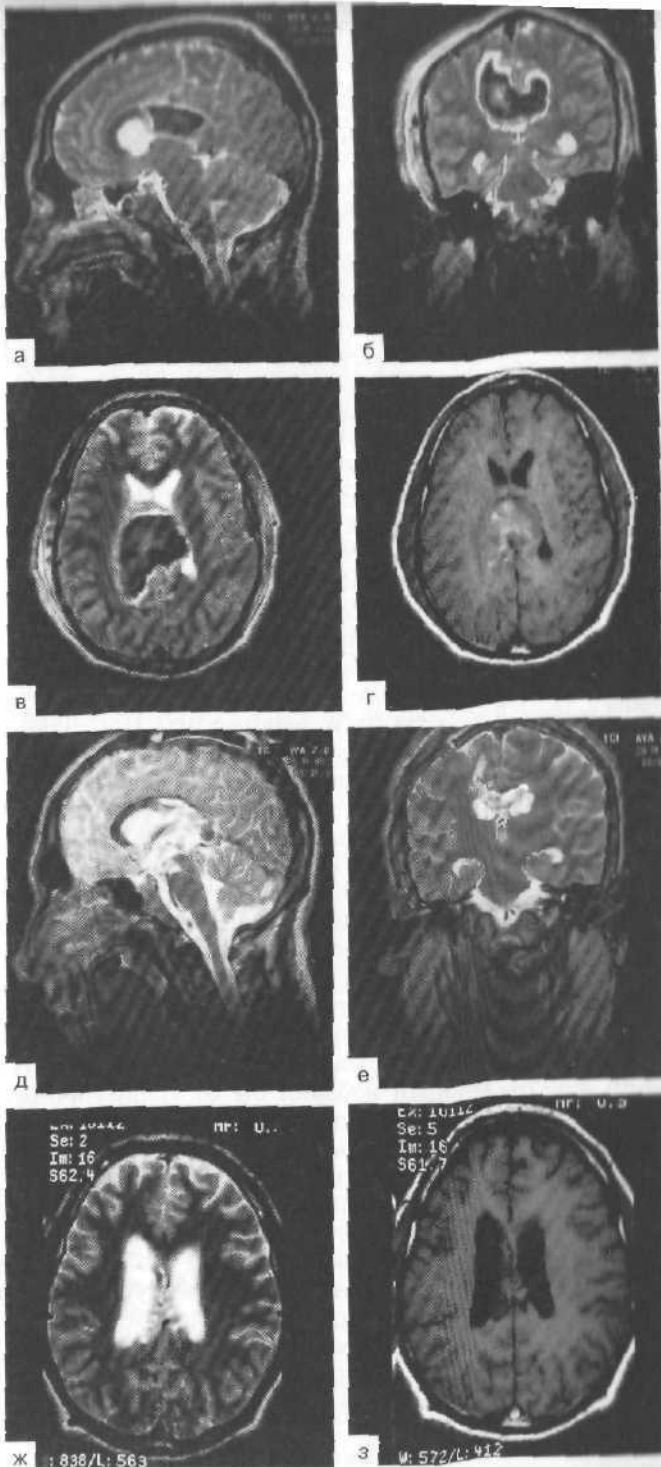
МРТ в режимах T_2 и T_1 . Тяжелая проникающая ЧМТ у мужчины 64 лет. Внутримозговая гематома в височной и теменной долях слева, крупный очаг разможнения в правой лобной доле, небольшой очаг разможнения в левой лобной доле. Консервативное лечение.
